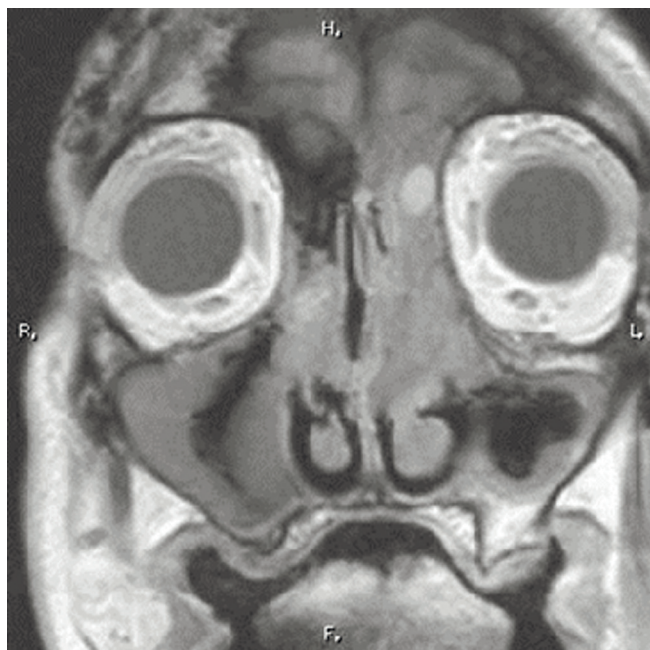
МР-томограмма пациента с опухолью левой половины решетчатой кости с распространением в носовой ход и полость черепа. Костные стенки лицевого черепа не видны
